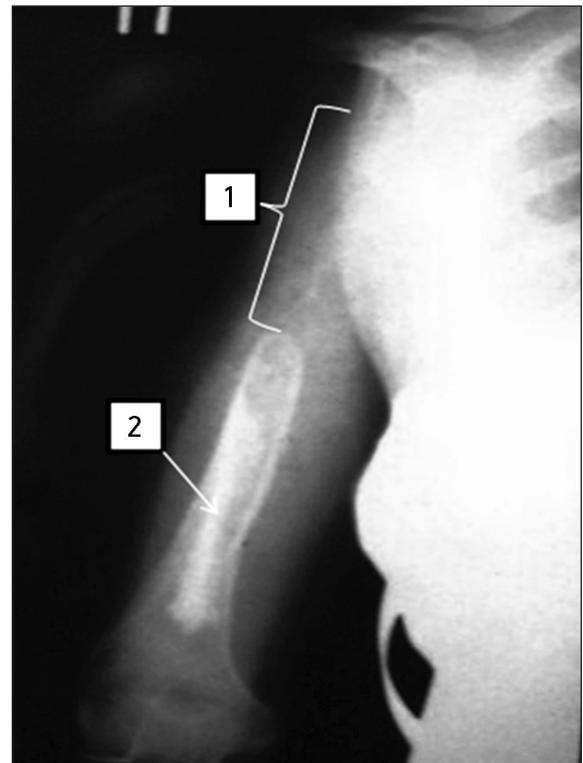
Рентгенограмма правого плеча больной К., 20 лет.
